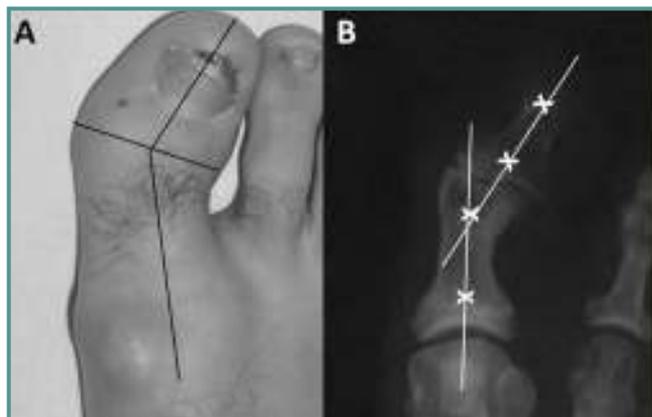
A: Imagen clínica de un pie con *hallux valgus* interfalángico. B: Radiografía anteroposterior que muestra el primer dedo del pie con desviación en valgo debido a un incremento del ángulo interfalángico.
